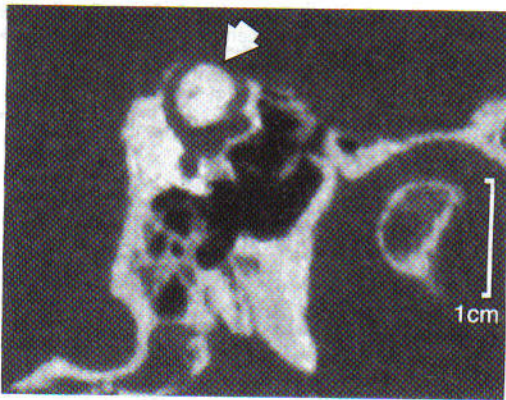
Imagen de tomografía computarizada del hueso temporal en el plano del conducto superior izquierdo, en un paciente con síndrome de dehiscencia del conducto superior. El paciente sufría vértigo, oscilopsia y movimientos oculares en el plano del conducto superior izquierdo como respuesta a los sonidos fuertes y a la presión en el oído izquierdo. Se nota una dehiscencia sobre el conducto superior izquierdo (*punta de flecha*).
